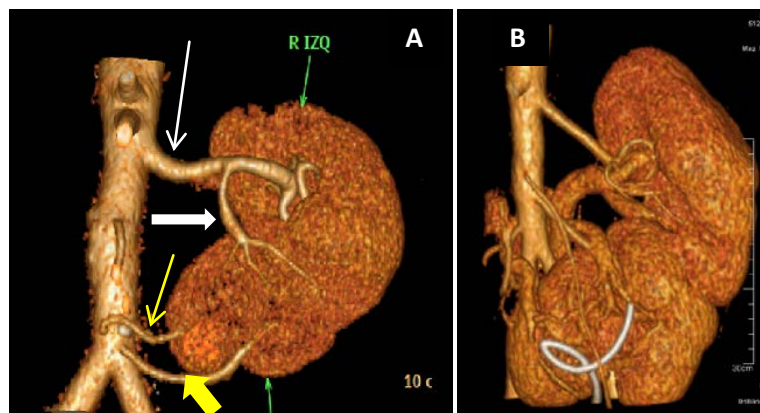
ERC derecha-izquierda con fusión (RE inferior) en un hombre de 36 años. Reconstrucción volumétrica de TC. (A) Arteria renal izquierda única (flecha blanca delgada) que emite una rama hacia el RE (flecha blanca gruesa). La arteria renal del RE se origina en la cara anterior aórtica, justo por encima de su bifurcación (flecha amarilla gruesa), se observa también una arteria polar aberrante (flecha amarilla delgada). (B) Obsérvese la variantes en el árbol venoso. Se visualiza también parte de un catéter doble J en el sistema colector inferior que se colocó al resolver enfermedad litiasica.
